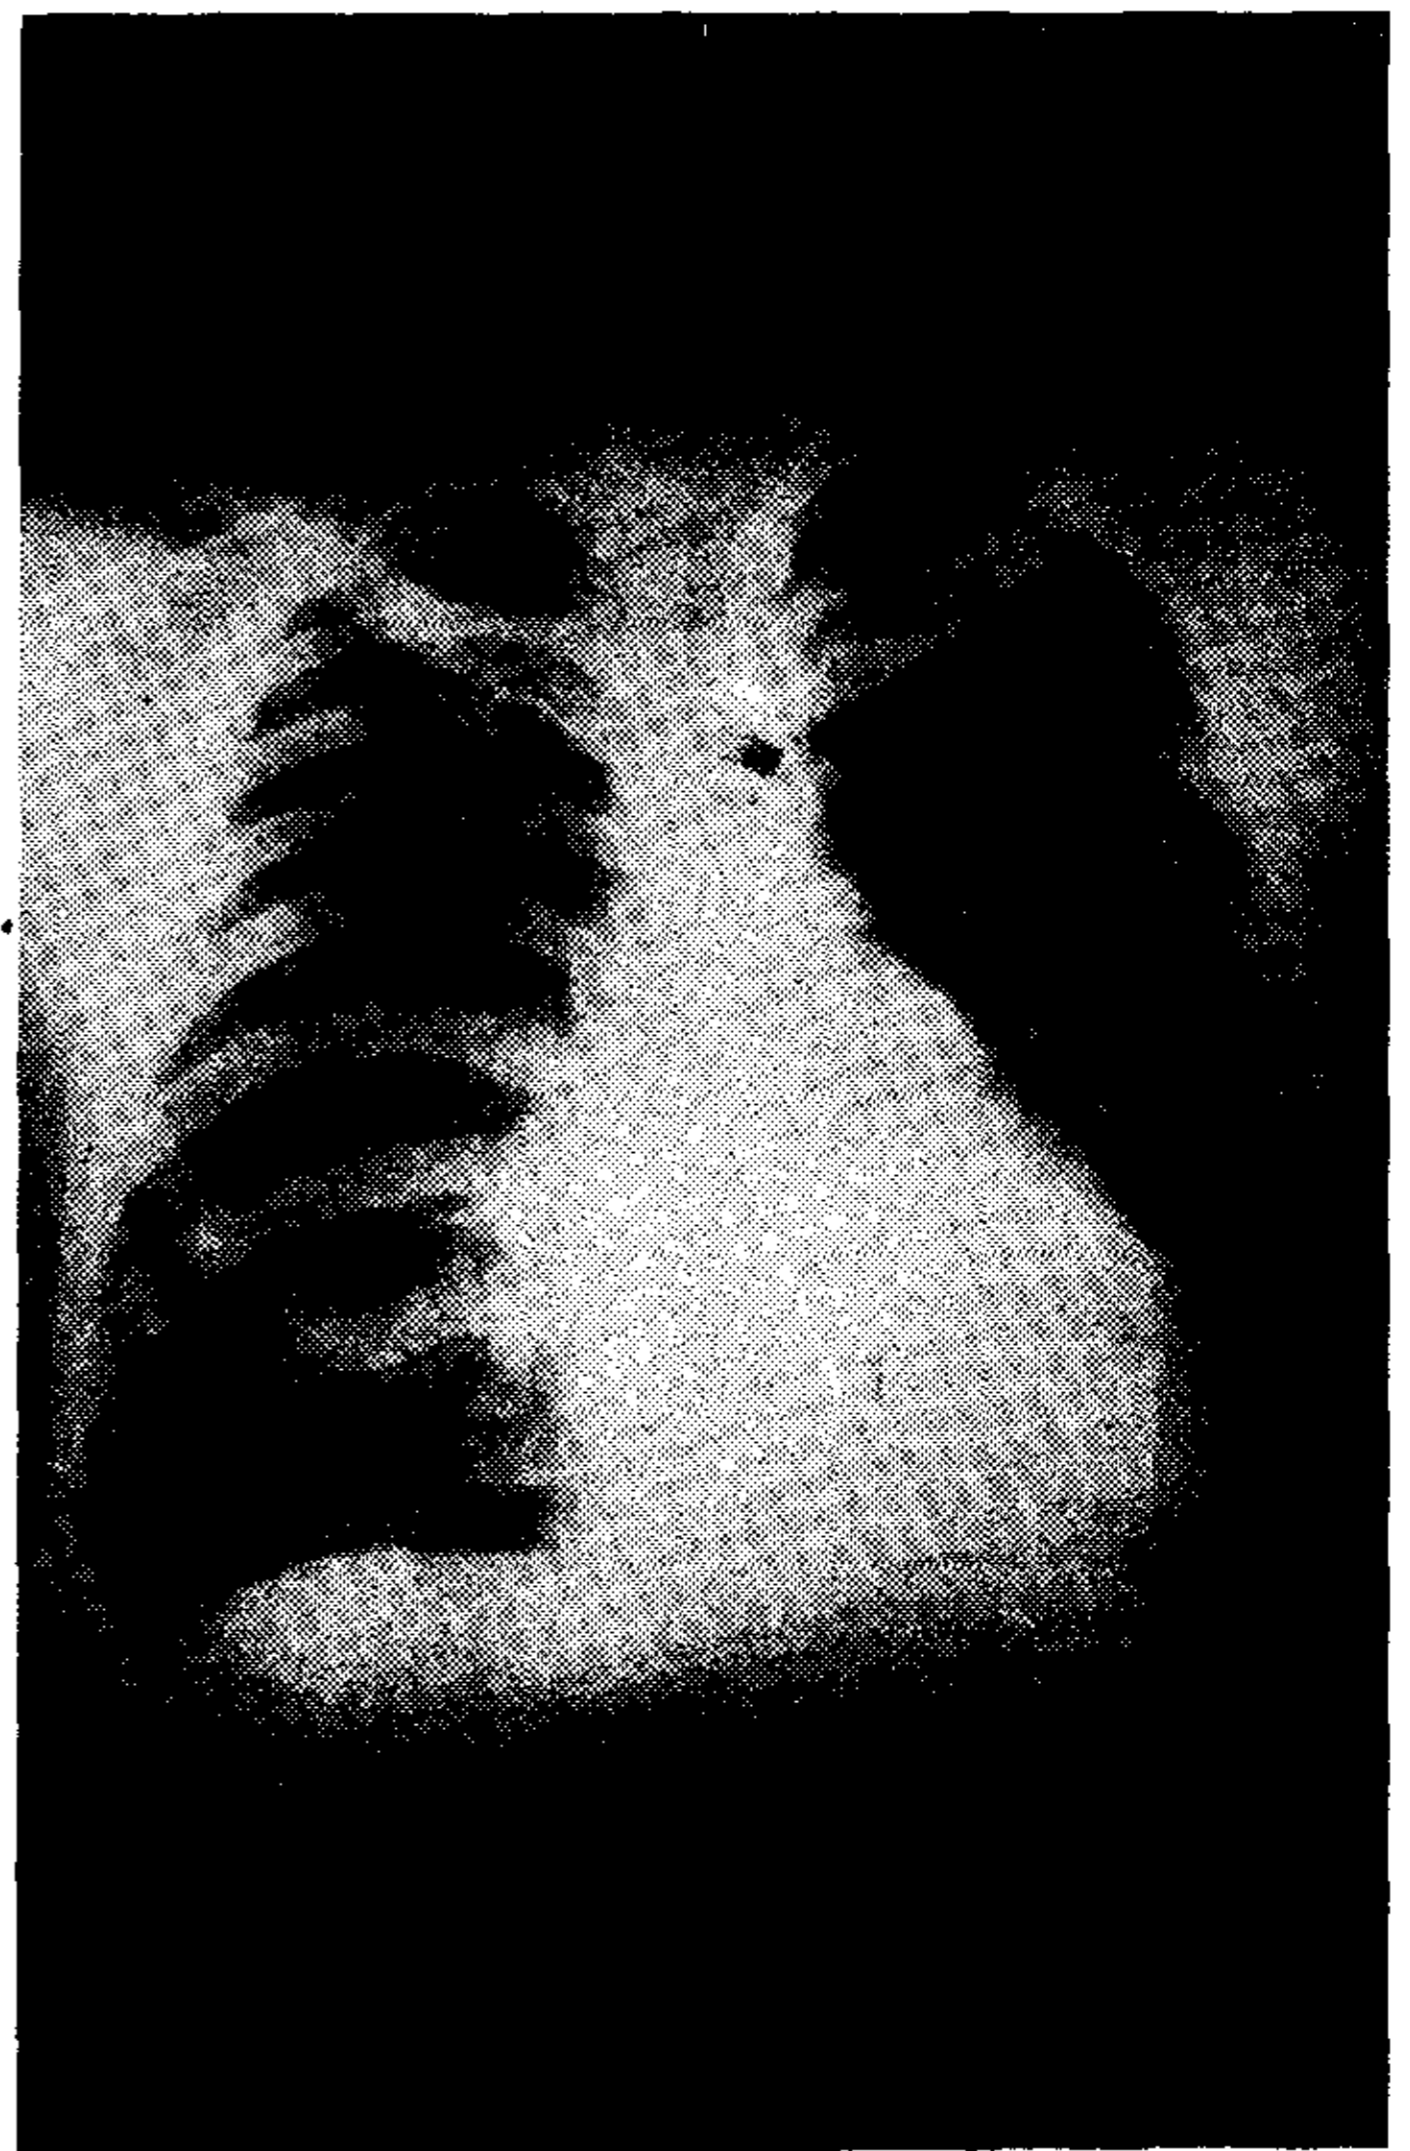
Radiografía de tórax a los ocho días de operado, con notable disminución de área cardíaca y de la trama vascular
